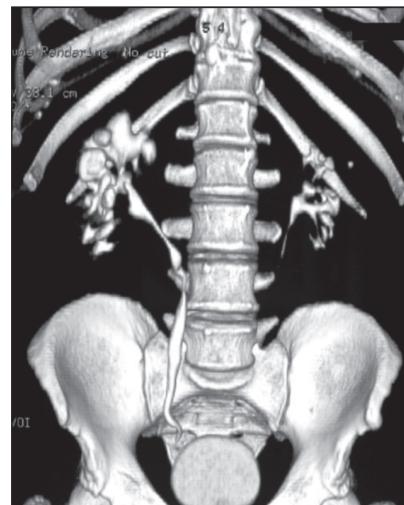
б. Мультиспиральная компьютерная томография.
